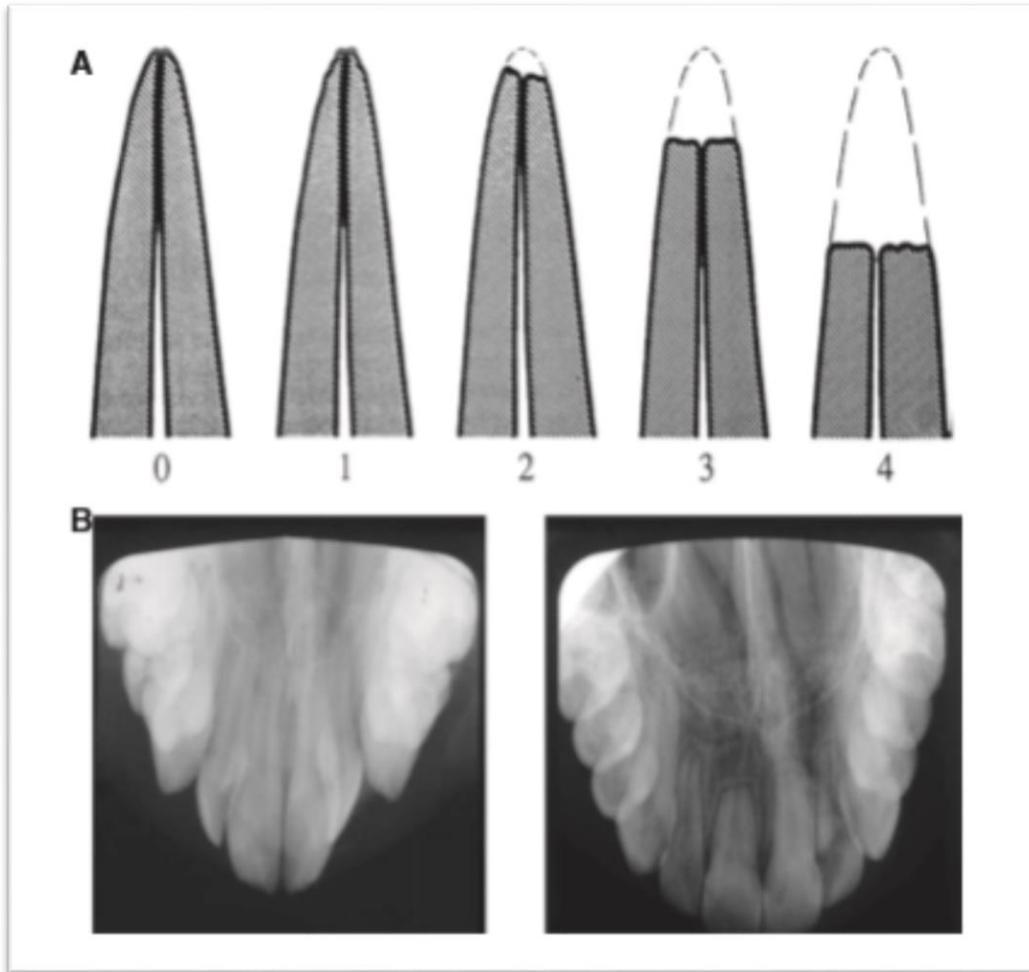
A. ESCALA SEGÚN MALMGREN, B. RADIOGRAFÍA OCLUSAL.
